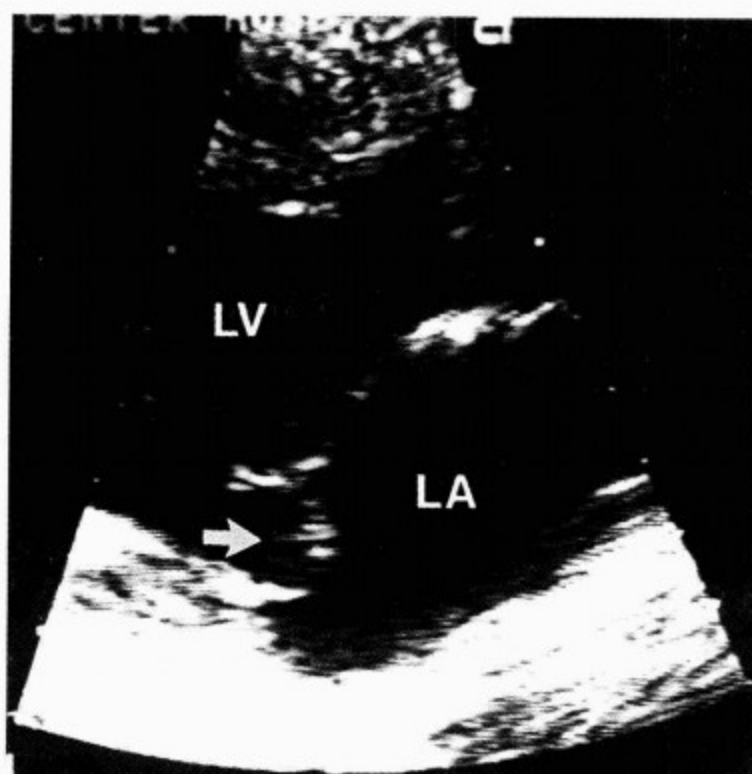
胸骨旁二维超声心动图显示冗长的二尖瓣后叶在收缩期脱入左心房
